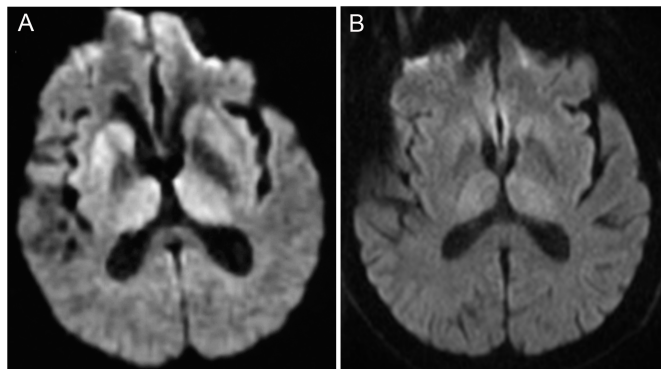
Findings of diffusion-weighted images (DWI) of the brain. A: DWI of Patient 4 at 8 months after the onset of Creutzfeldt-Jakob disease (CJD), who were diagnosed as acquired CJD-MMiK by autopsy, revealed hyperintensity lesions in bilateral thalamus in addition to basal ganglia lesions. B: DWI of Patient 3 at 9 months after the onset of CJD revealed hyperintensity lesions in bilateral thalamus in addition to basal ganglia.
